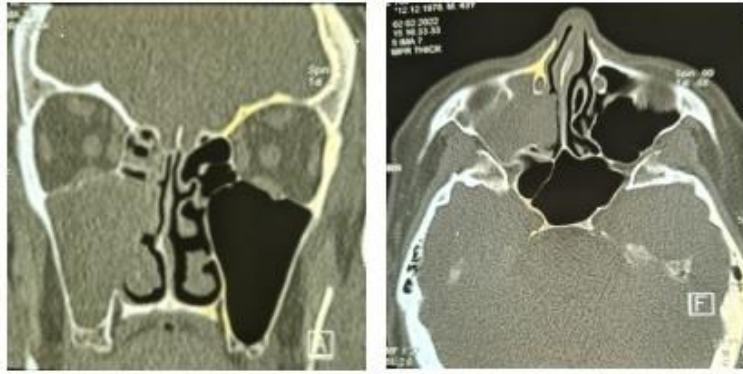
КТ черепа больного П. 63 года, признаки тотального снижения пневматизации правой гайморовой пазухи и клеток решетчатой кости справа.
